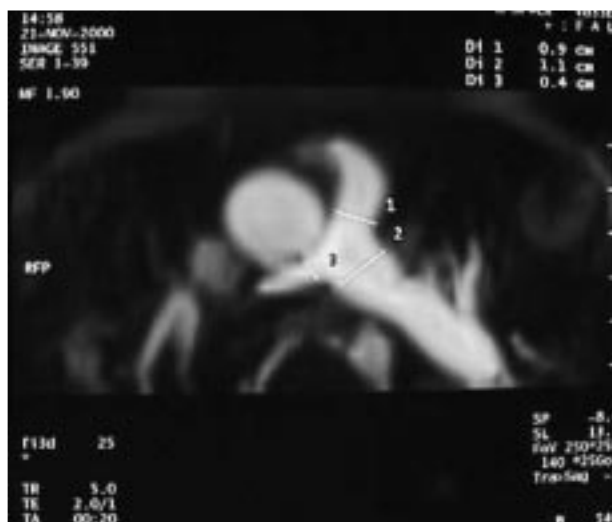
Angiorresonancia de arteria pulmonar en tetralogía de Fallot: amputación de la rama derecha a 8 mm de su origen.
